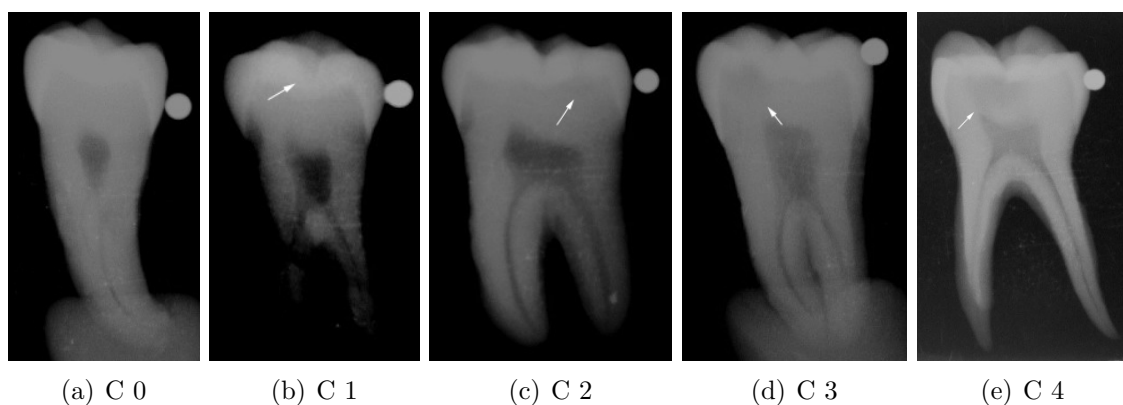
Beispiele kariöser Läsionen am Röntgenbild
